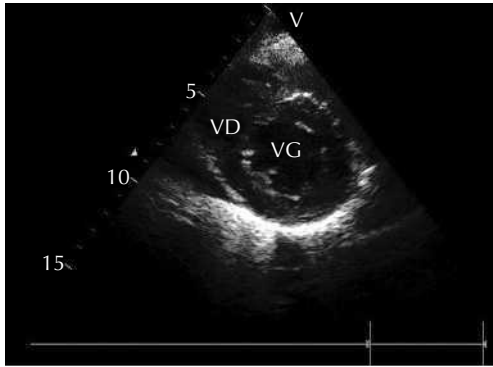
Coupe parasternale petit axe réalisée au niveau transventriculaire. On distingue le ventricule droit (VD) et le ventricule gauche (VG) séparés par le septum.
